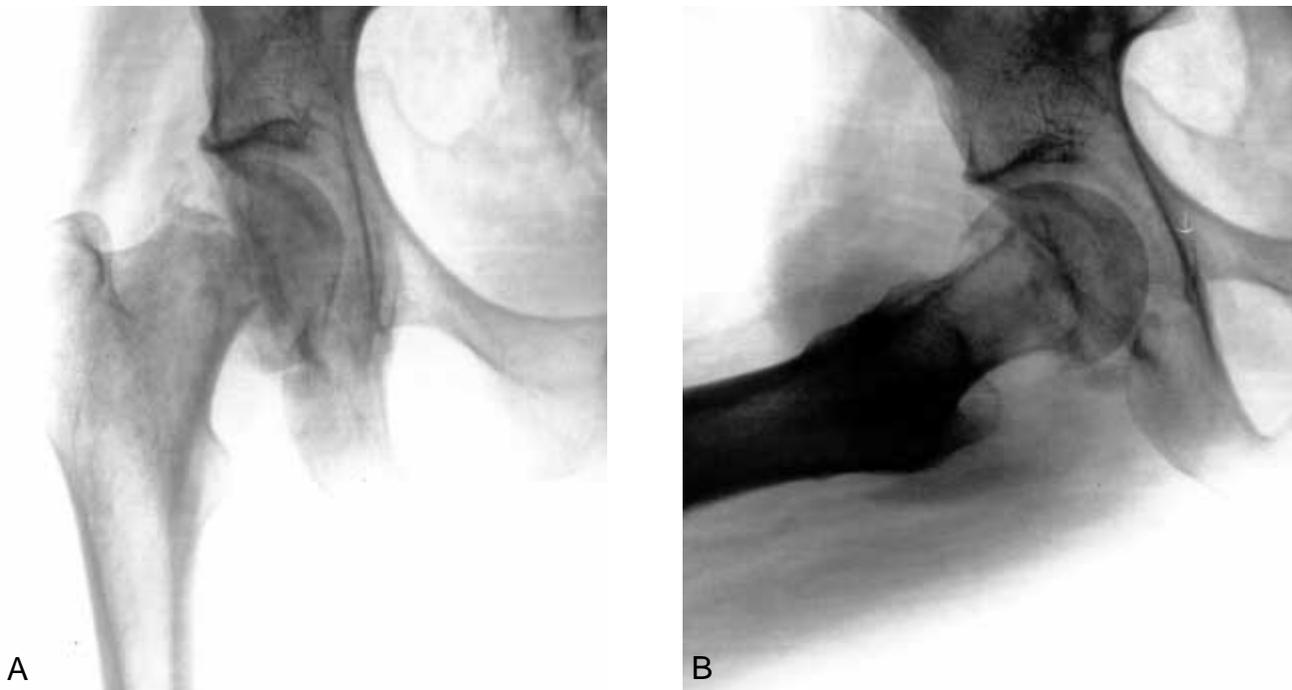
Radiographies de face (A) et de profil (B) de la hanche droite à l'admission, montrant une fracture sous-capitale à déplacement purement vertical, typique d'une fracture de fatigue.
